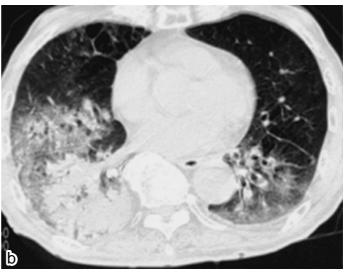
Case 1. CT of the right lower lobe showing a dense, confluent infiltrate, involving almost the entire lobe. Emphysematous bullae are also present in the middle lobe.
